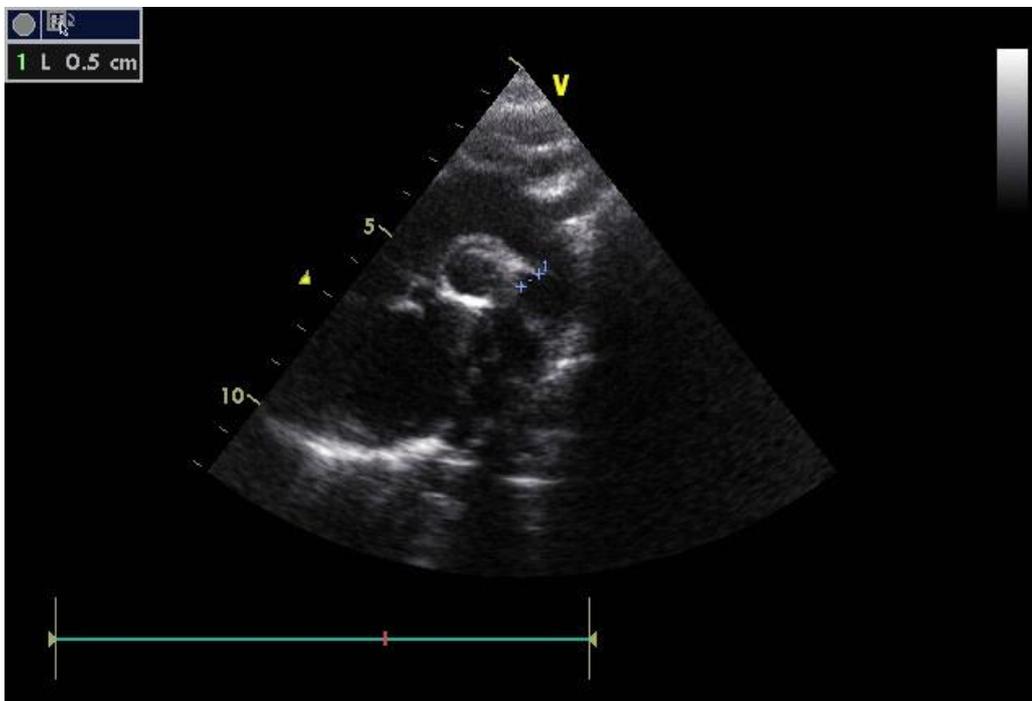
Echocardiographie mode 2D par voie sous costale, PCA de 5mm de diamètre. : Photos prise au niveau de service de pédiatrie au CHU Hassan II.
